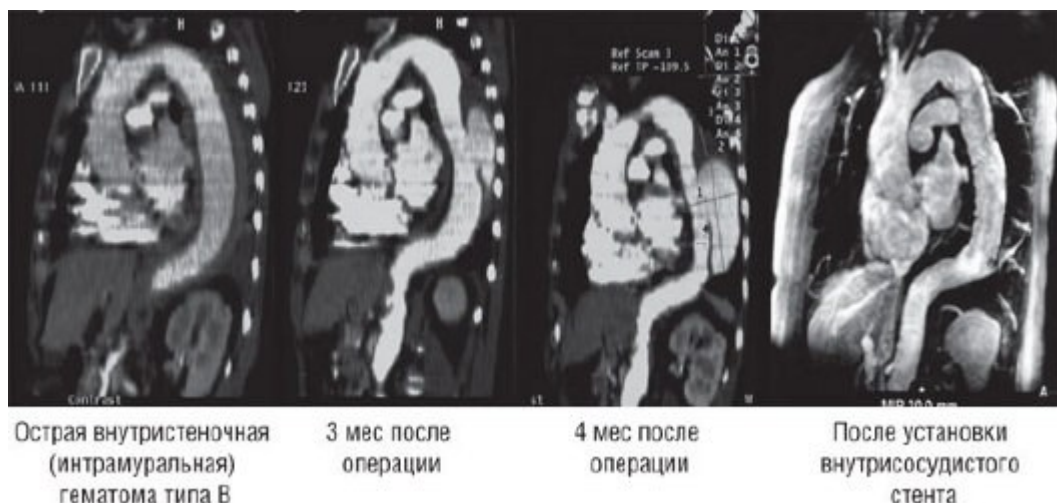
Развитие в течение 4 мес острой внутривисочной гематомы нисходящей аорты (слева) до ограниченного расслоения и образования аневризмы (МСКТ с контрастным усилением изображения; реконструкция расслоенной аорты, исключение аневризмы после операции по установке стент-графта).
